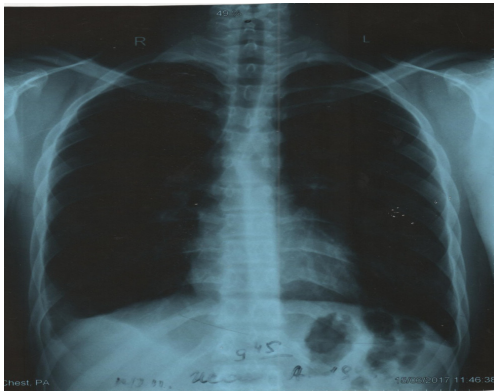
Рентгенограмма больного от 15.06.2017 г.
